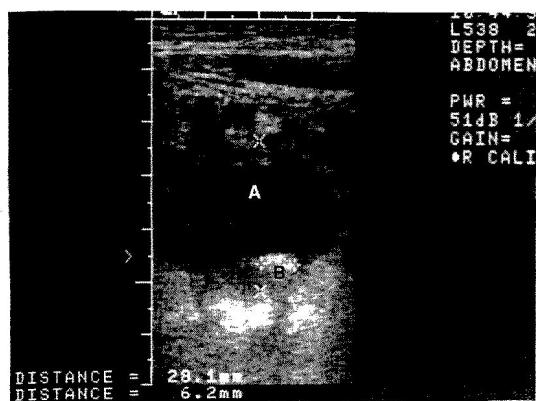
Abdominal ultrasonography of patient with acute appendicitis with periappendiceal abscess.
